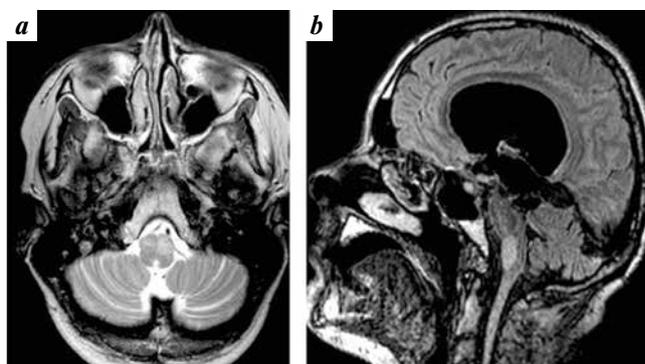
Brain magnetic resonance images of female patient Ya. in the long-term postoperative period: coronal (a) and sagittal (b) projections. Hypertrophic olivary degeneration on 2 sides, primarily on the left
